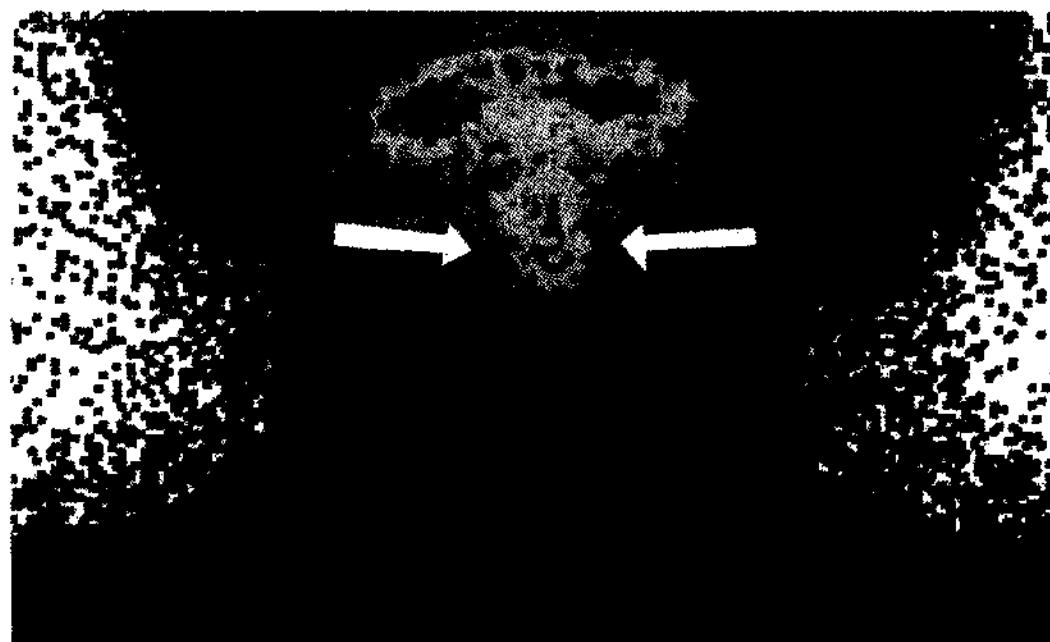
Сцинтиграфия щитовидной железы больной Н., 35 лет.
